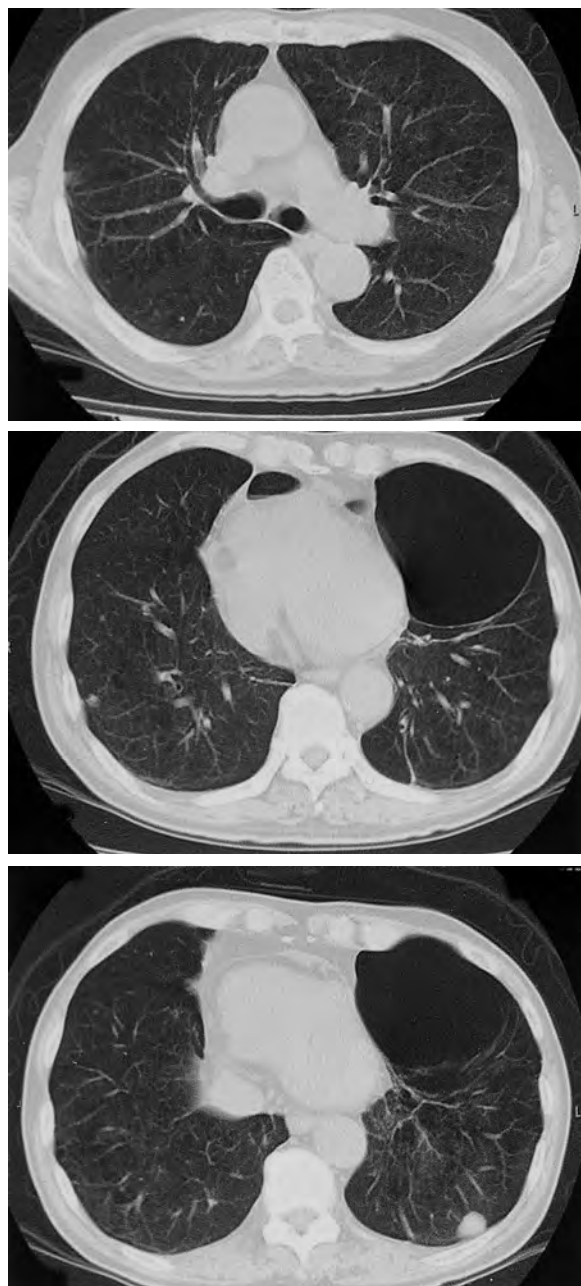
CT showed multiple pulmonary metastases.
